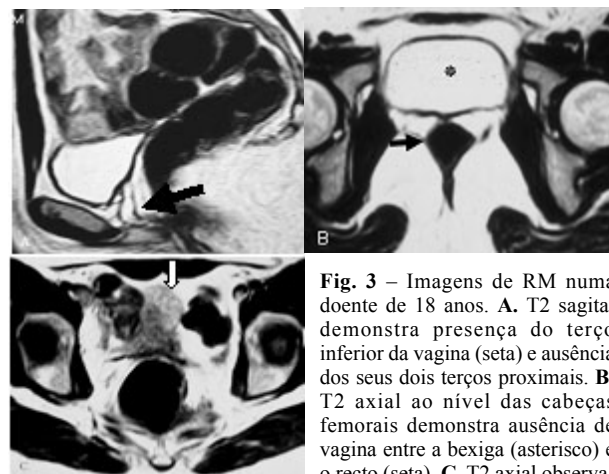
Imagens de RM numa doente de 18 anos. A. T2 sagital demonstra presença do terço inferior da vagina (seta) e ausência dos seus dois terços proximais. B. T2 axial ao nível das cabeças femorais demonstra ausência de vagina entre a bexiga (asterisco) e o recto (seta). C. T2 axial observa-se um útero hipoplásico (seta).
